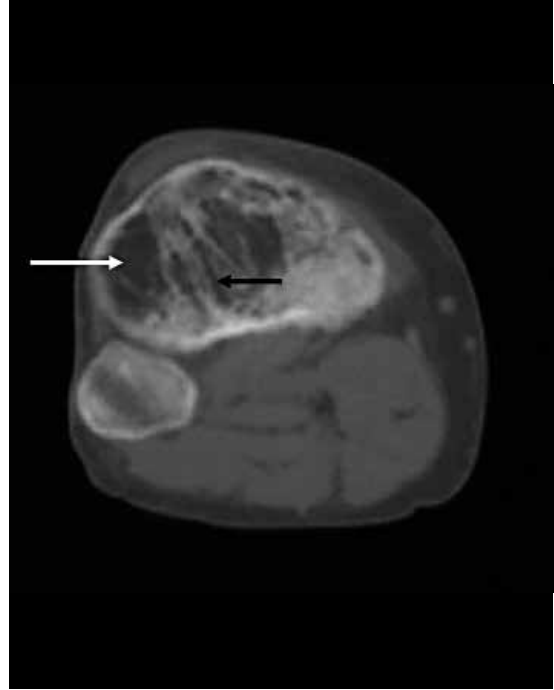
TC axial de tibia: se observa una zona radiolúcida (flecha blanca) y engrosamiento trabecular (flecha negra).
